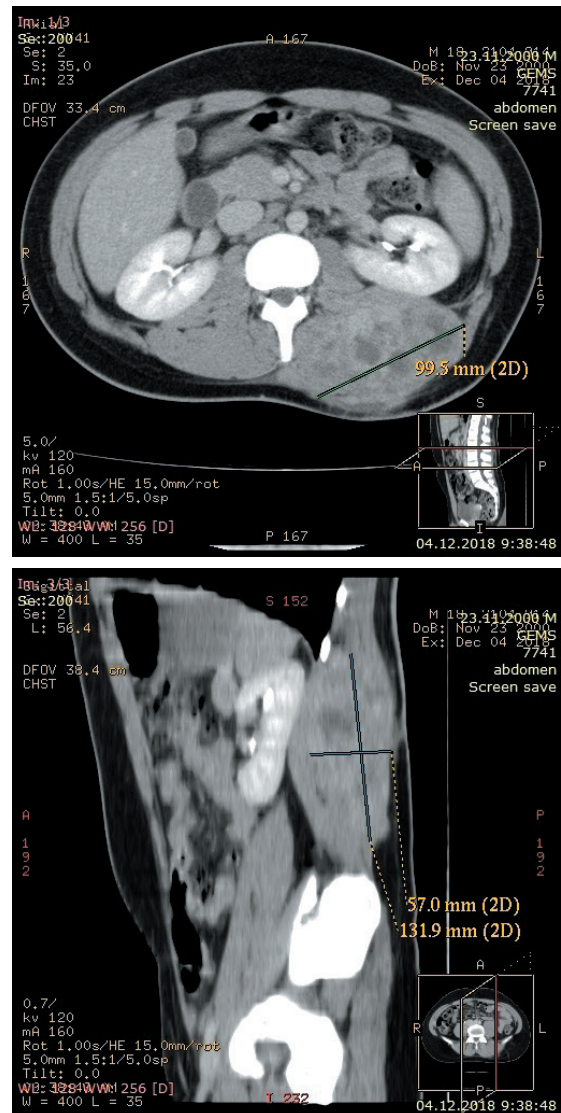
КТ-зображення пухлини
